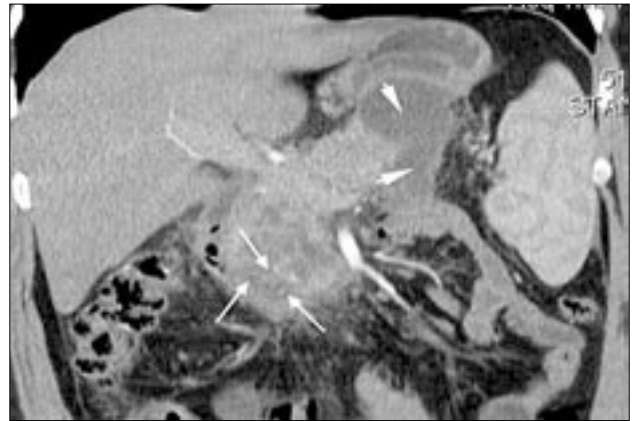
Компьютерная томограмма. В головке поджелудочной железы определяются множественные зоны некроза (длинные стрелки), головка окружена инфильтрированной клетчаткой. Также в сальниковой сумке определяется жидкостное скопление, распространяющееся книзу на парапанкреатическую клетчатку (короткие стрелки).
